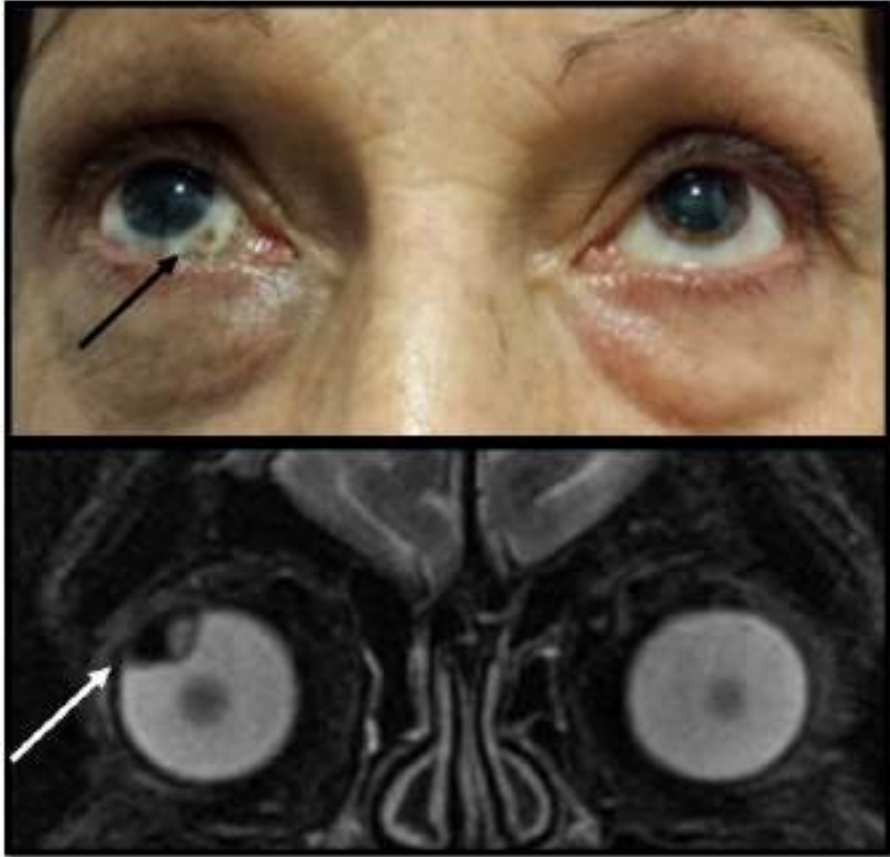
Correlación clínica con resonancia magnética en secuencia T2 de Nevus de Ota y melanoma de úvea.
